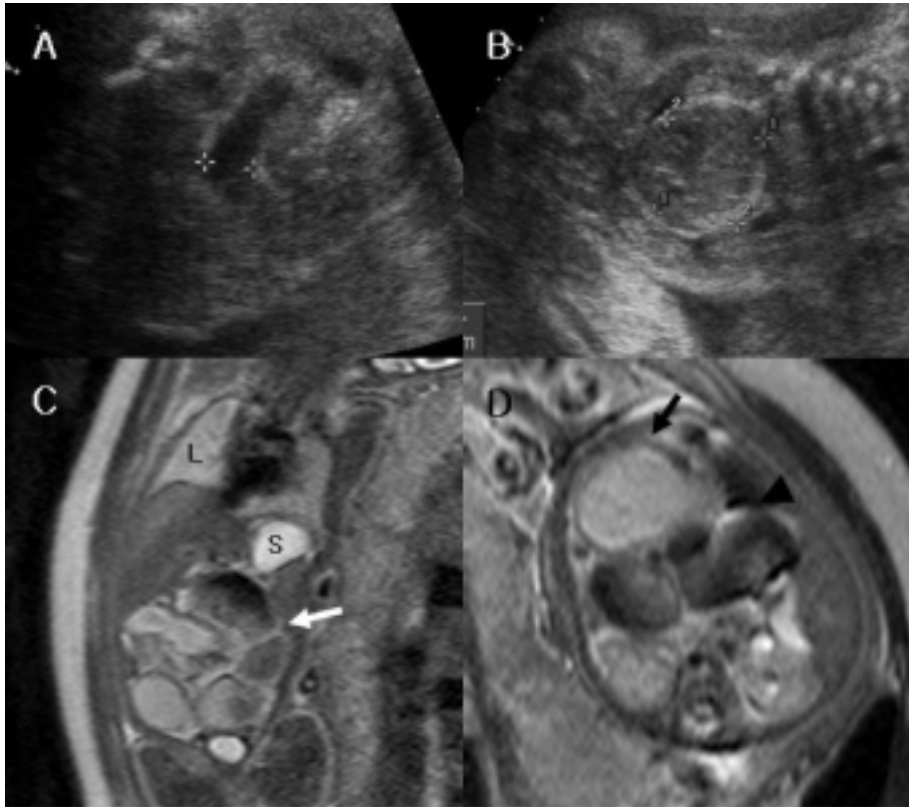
A case diagnosed as suspicious of fetal ovarian cyst or meconium pseudocyst by ultrasonography at 24 weeks' gestation. A. Axial sonogram shows dilated fetal small bowel. B. Coronal sonogram demonstrates well defined hypoechoic round mass in fetal abdomen. Same patient at 26 weeks' gestation, T2-W sequence (C, D). C. Coronal scan shows dilated loops with meconium-like signal (white arrow) D. Transaxial scan shows well defined large cystic structure (Black arrow) around dilated bowel loops (black arrow head). (L; lung, S; stomach). This case was diagnosed as small bowel obstruction with meconium pseudocyst in fetal MRI and later confirmed as jejunal atresia with meconium pseudocyst by postnatal pathology.
